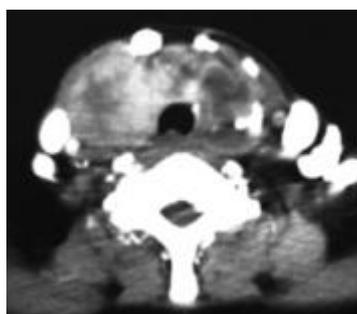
TDM cervical en coupe axiale passant par C6 : goitre thyroïdien multinodulaire aux dépens des deux lobes.
